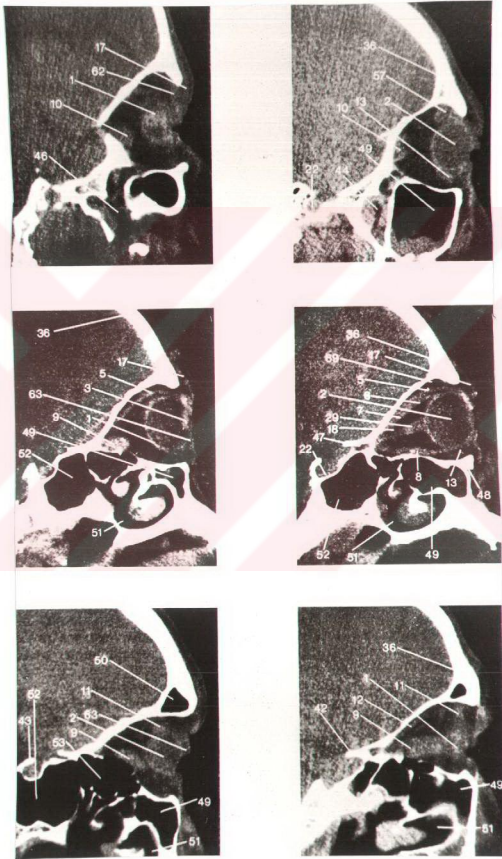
Aksiyel BT kesitleri
